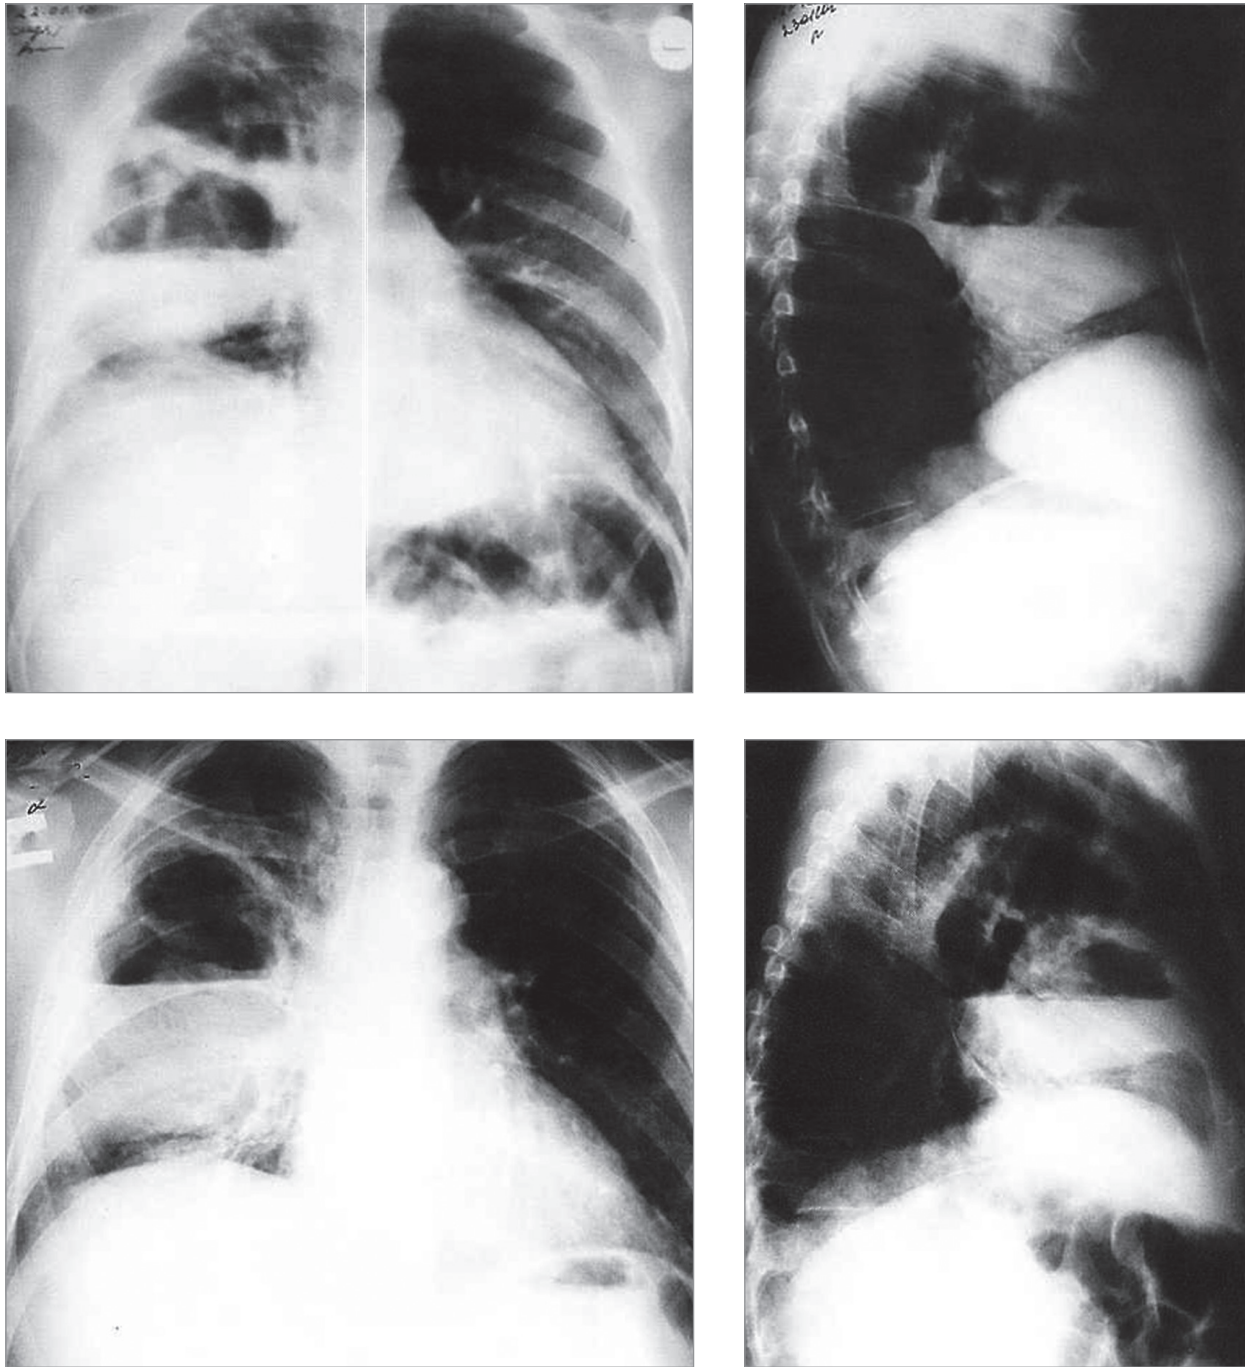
Гангрена верхней доли правого легкого, легочно-плевральная полость. Рентгенограмма
